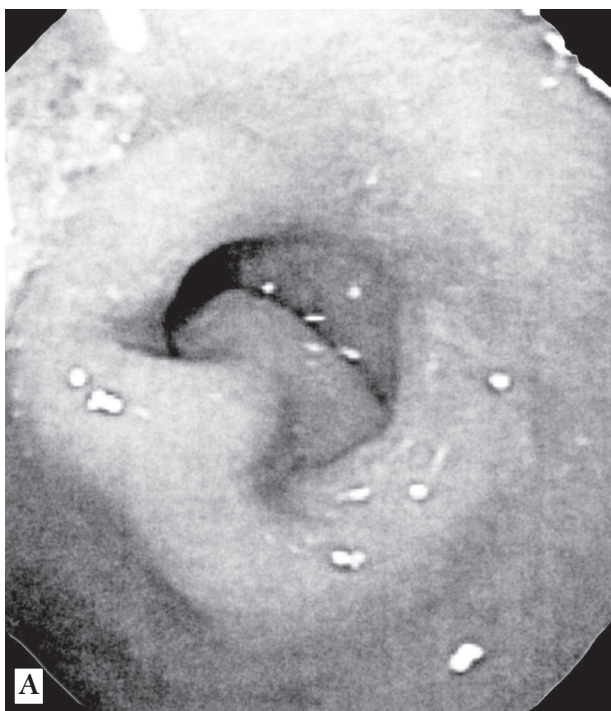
ХДН вследствие стронгилоидоза с поражением ДПК [9]: А – эндоскопия (начальная часть ДПК); Б – на компьютерной томографии определяются расширенный желудок и подслизистое образование ДПК
